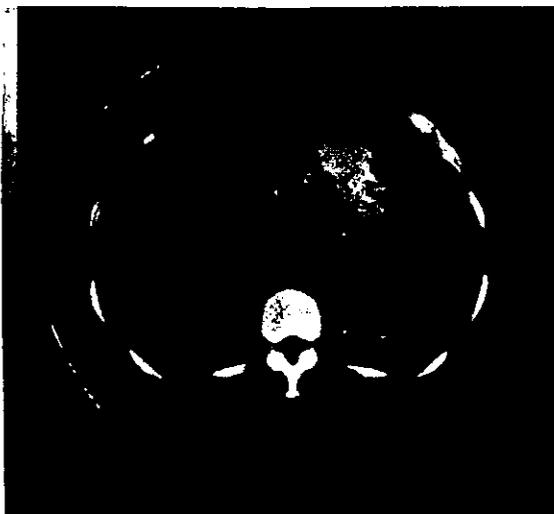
TAC. Tumoración pancreática con zonas densas e hipodensas.
